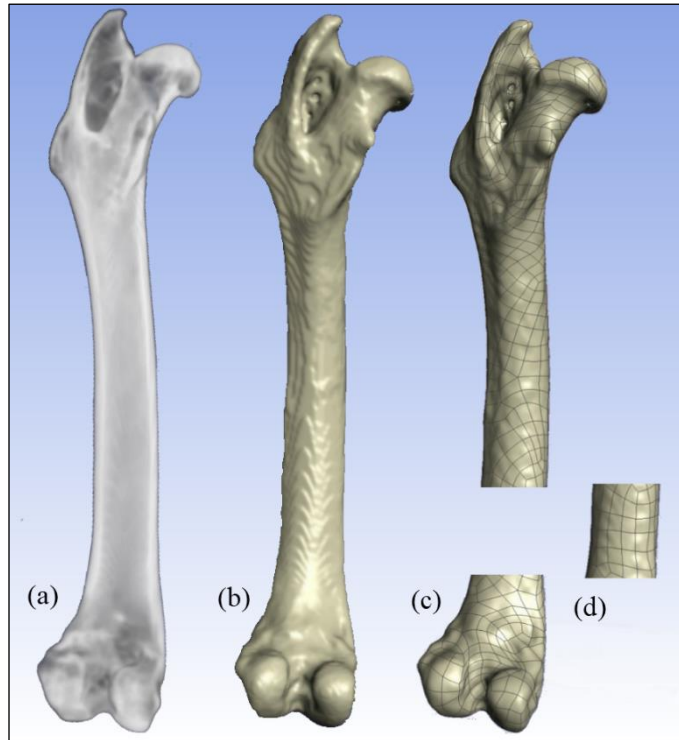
(a) Reconstrução da CT em uma imagem 3D. (b) Arquivo do tipo STL. (c) Sólido geométrico +NURBS. (d) Modelo biomecânico.
